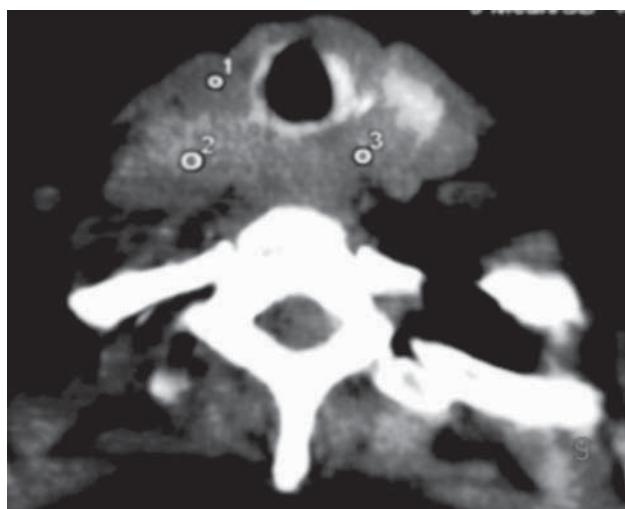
TAC de cuello: Tumor tiroideo con afectación circunferencial a la tráquea, de densidad heterogénea.
